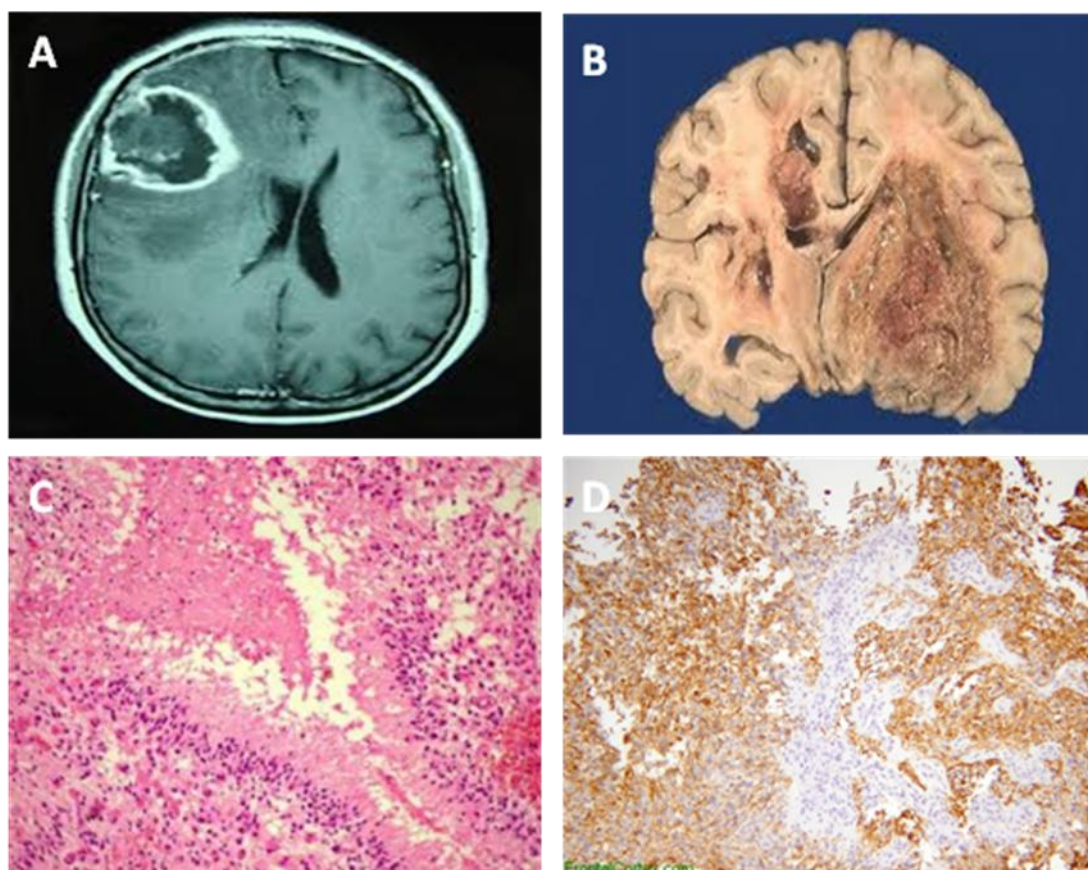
Características do Glioblastoma Humano. (A) Ressonância magnética demonstrando tumor cerebral; (B) Peça macroscópica com massa tumoral invasiva; (C) Corte histológico com coloração hematoxilina-eosina de glioblastoma humano com necrose paliçada e com proliferação endotelial vascular; (D) Imunomarcação para GFAP.
